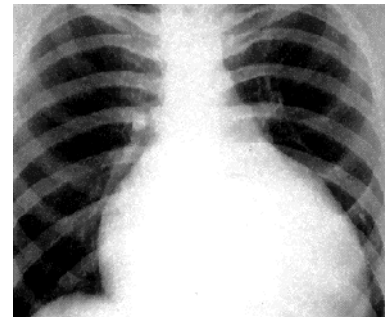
Radiografie toracică. Pericardită lichidiană
